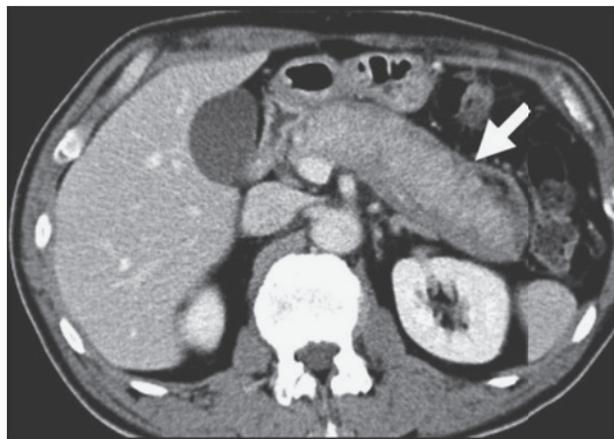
Contrast-enhanced computed tomography showing diffuse enlargement of pancreas with capsule-like rim (arrow).
